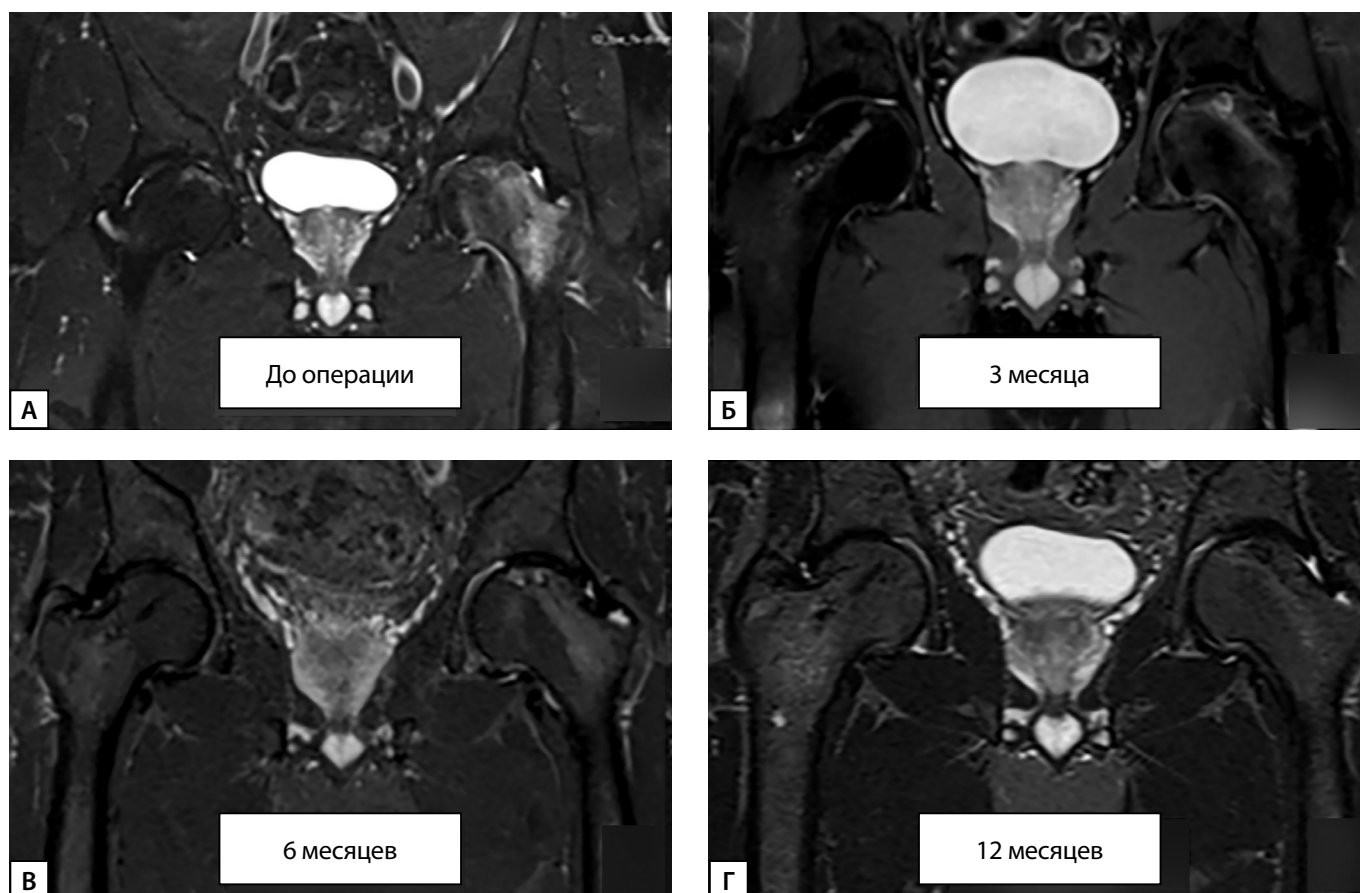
Динамика изменений на МРТ у пациента с АНГБК после туннелизации с применением ККМ.
